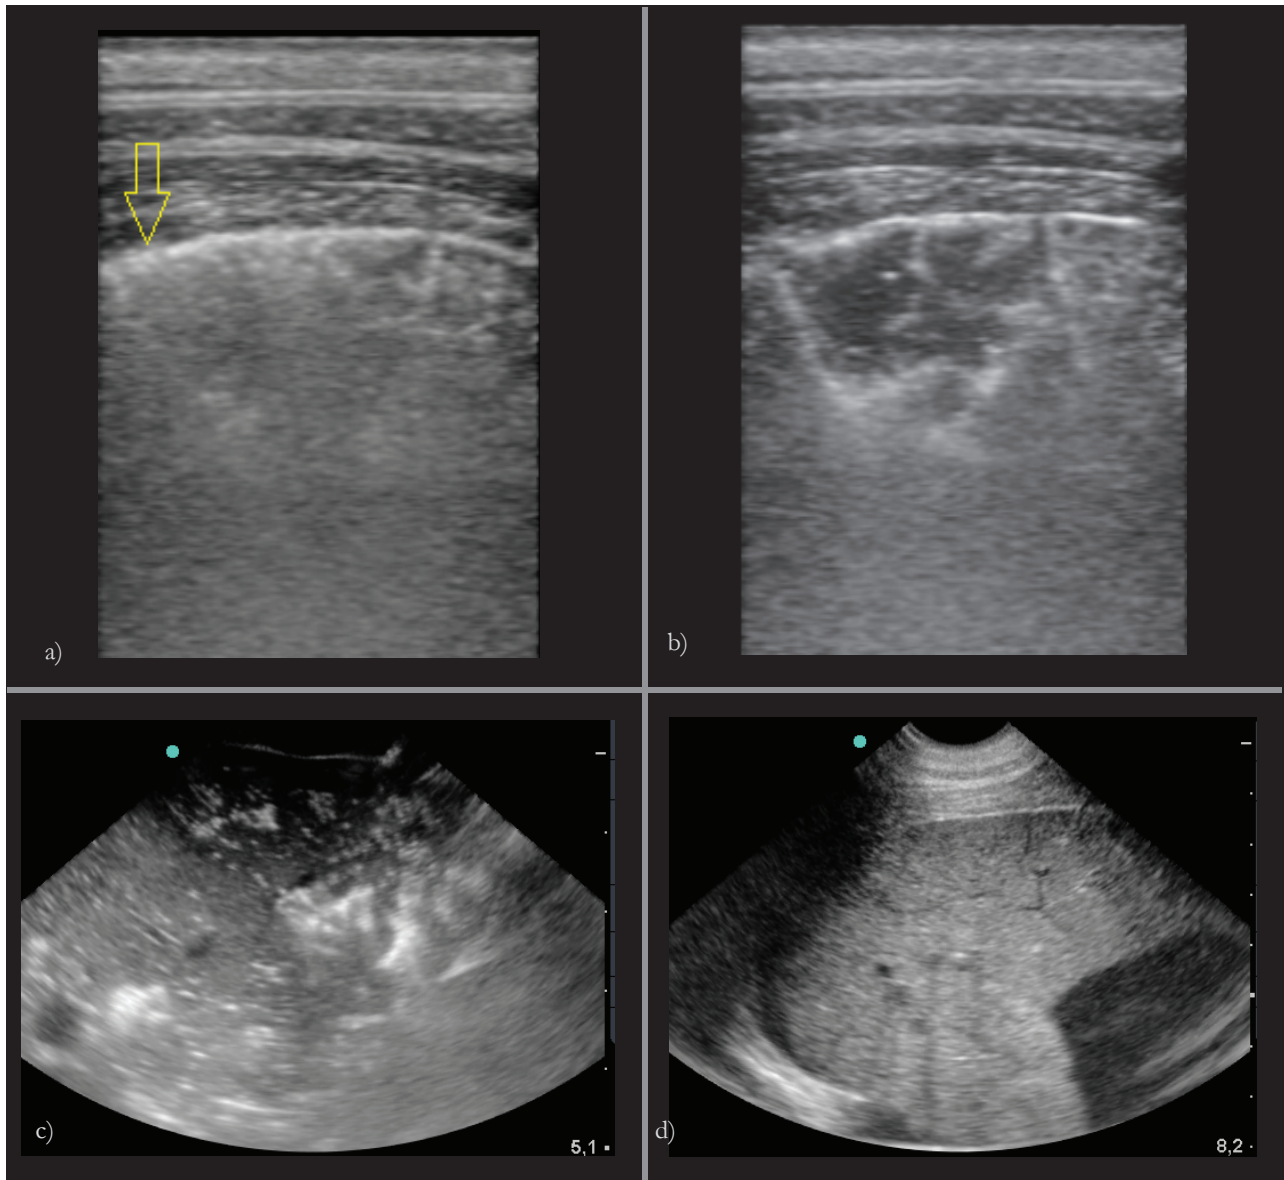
Transkostale Sonomorphologie der Lunge in a) ventilertem Zustand mit Grenzecho der Pleura (Pfeil) b) beginnender Flutung mit peripheren Flüssigkeitsansammlungen c) zunehmender Füllung mit teilweiser Sonographierbarkeit des Lungengewebes und partiellen Restgasbestandteilen d) vollständiger Flutung.
